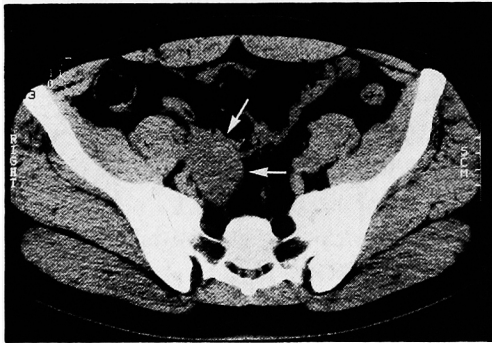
CT scan demonstrated a right intrapelvic solid tumor (5×3 cm).
